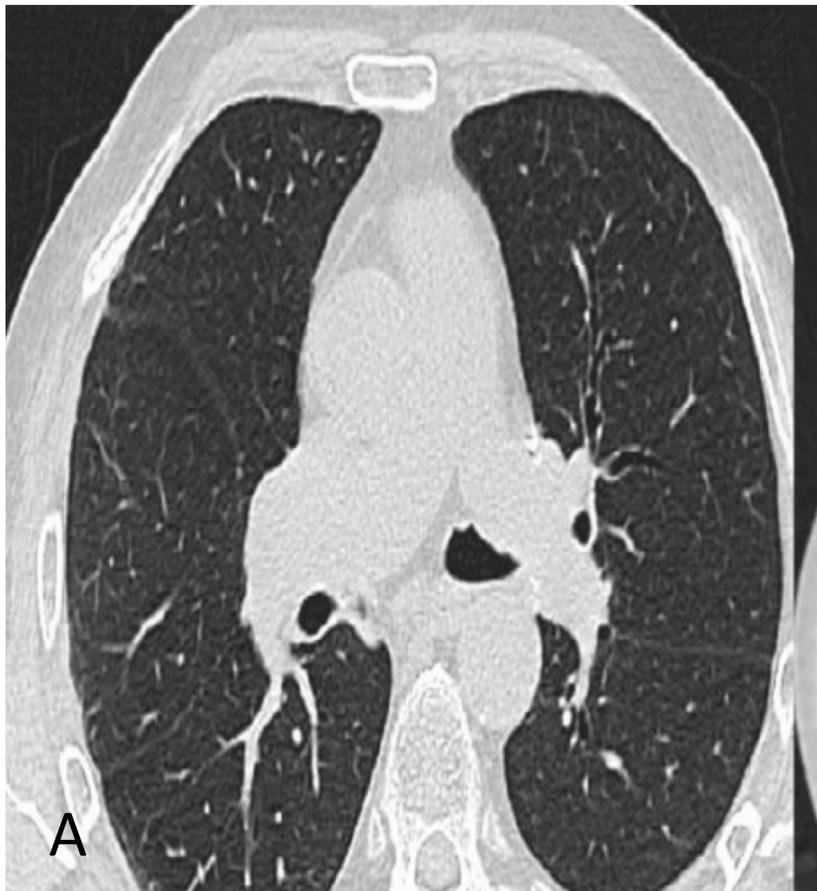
TC axial en fase inspiratoria (A) y espiratoria (B) donde se objetiva broncomalacia del bronquio intermediario
